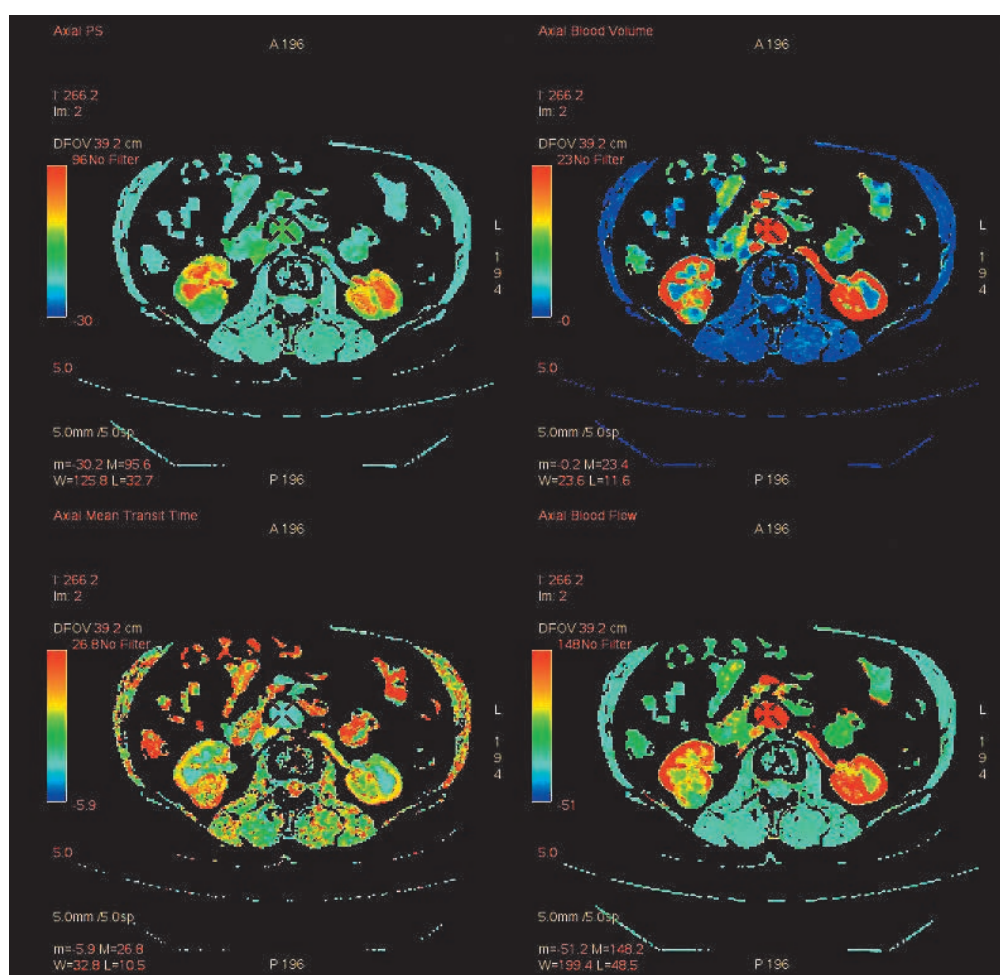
Перфузионные карты пациента с опухолью правой почки. Изображение демонстрирует цветные карты показателей скорости кровотока (BF), объема кровотока (BV), проницаемости сосудистой стенки (PS), среднего времени прохождения (MTT)
